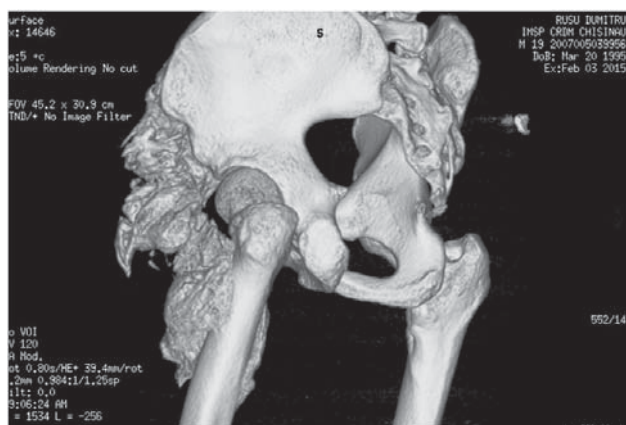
CT a bazinului, incidență frontală.
